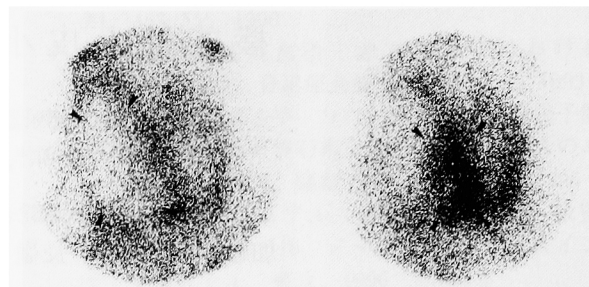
$^{99m}\text{TcO}_4$ -scintigraphy (left side) showed the defect in the right lobe. $^{201}\text{TlCl}$ scintigraphy (right side) showed increased focal uptake area in the right lobe.
